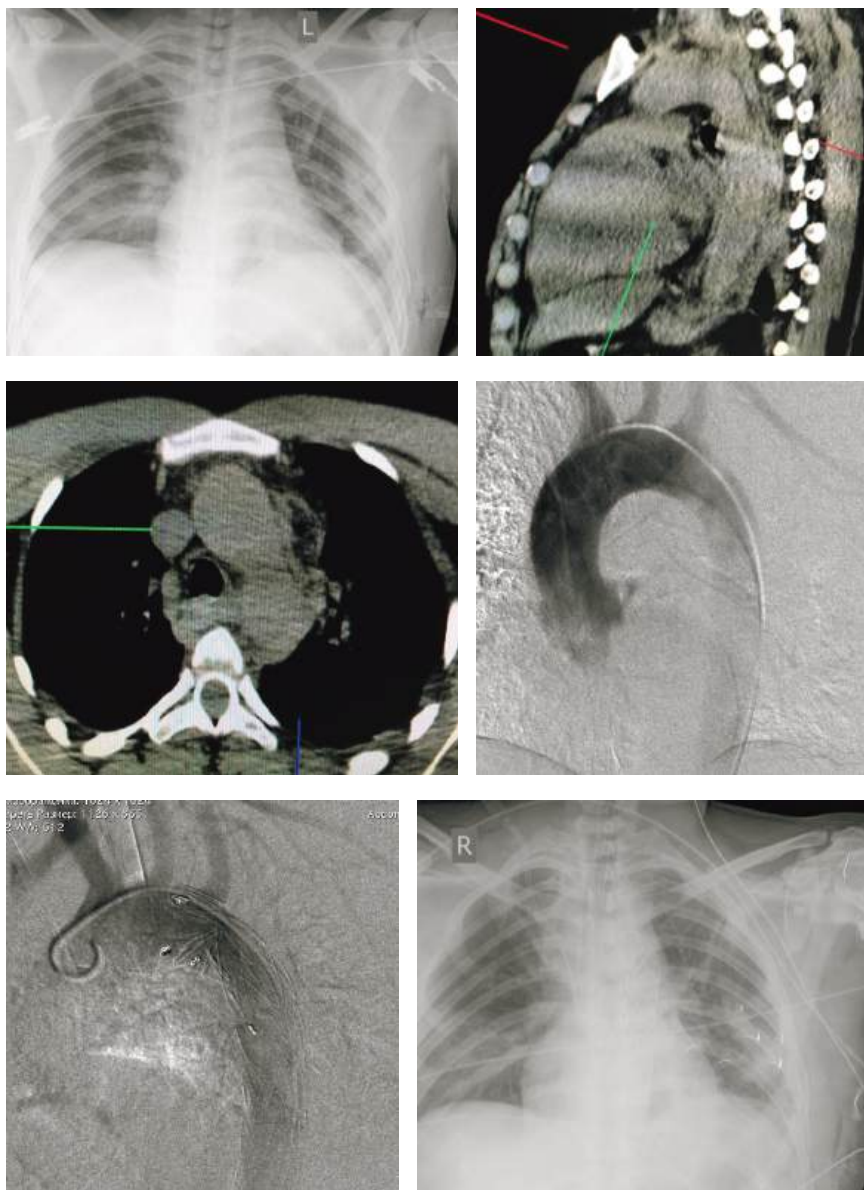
Обзорные рентгенограммы и МСКТ груди, аортография и после установки стент-графта при разрыве перешейка аорты при закрытой травме груди
